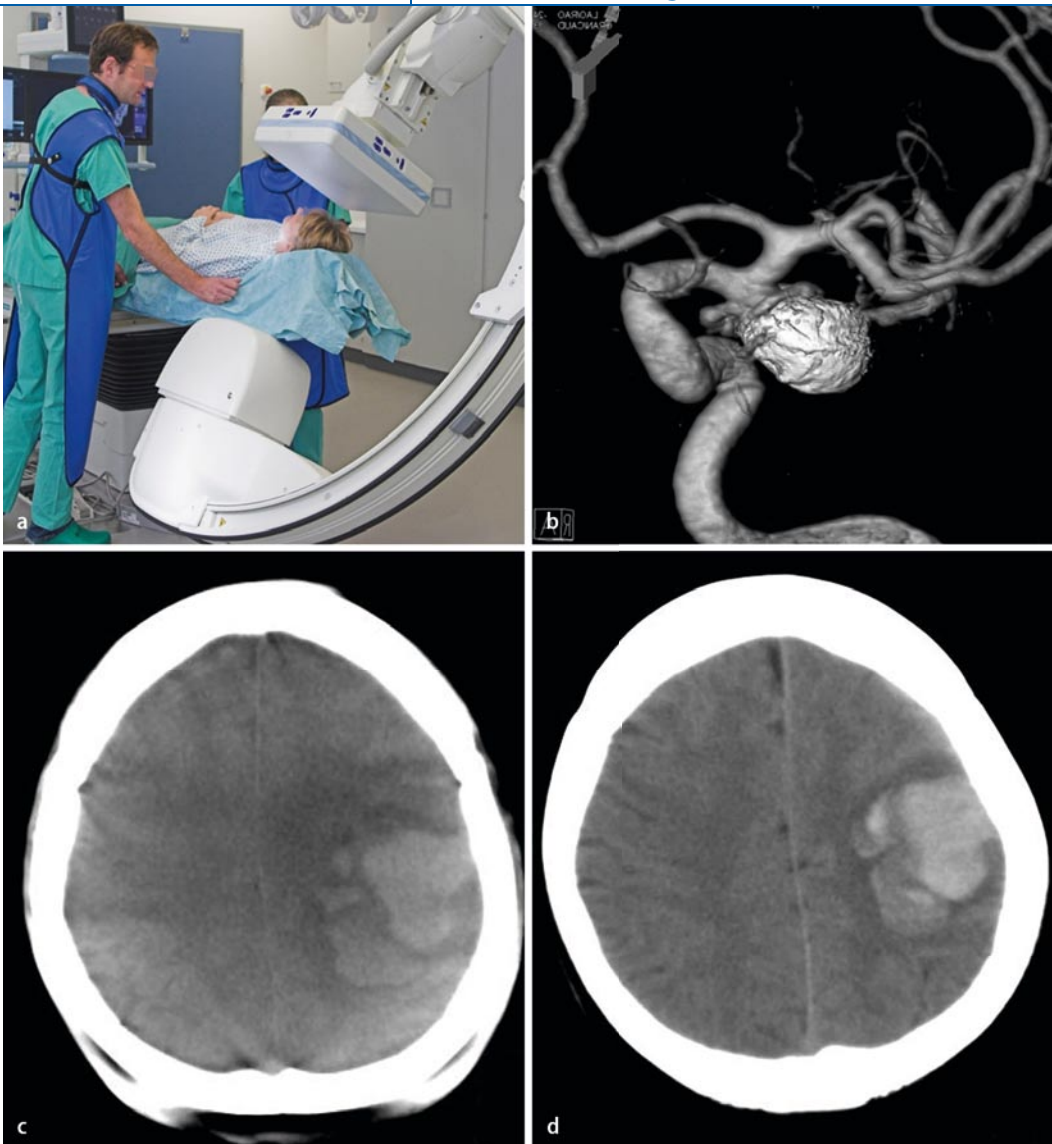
◀ FD-CT-Systeme bieten eine hervorragende Darstellung bei Objekten mit hohem Kontrast, aber können auch – anders als BV-basierte Systeme – im Bereich der Weichteilbildung, z. B. bei Blutungen, ausreichend gute Bilder liefern. Modernes C-Bogen-basiertes FD-CT-System (a), „Dual-volume“-Bild eines mit Coils verschlossenen Aneurysmas (b), eine atypisch gelegene intracerebrale Blutung, akquiriert mit der C-Bogen-FD-CT (c) bzw. Spiral-CT (d). In der C-Bogen-FD-CT können die Ausdehnung und Konfiguration gut abgebildet werden
